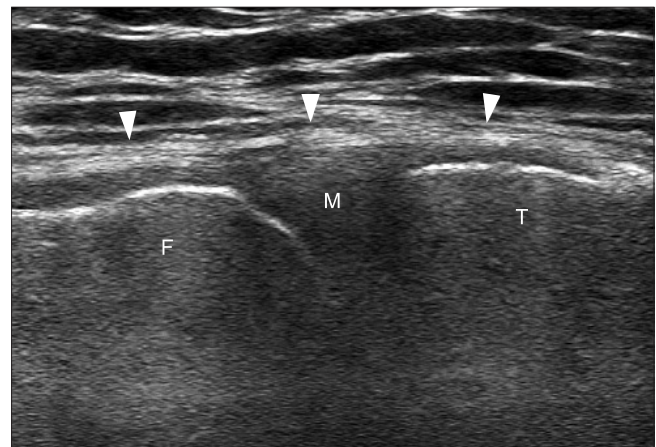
Long axis ultrasonography image over the medial knee shows the normal medial collateral ligament as a thick fibrillar band (arrowheads). F, femur; T, tibia; M, medial meniscus.
